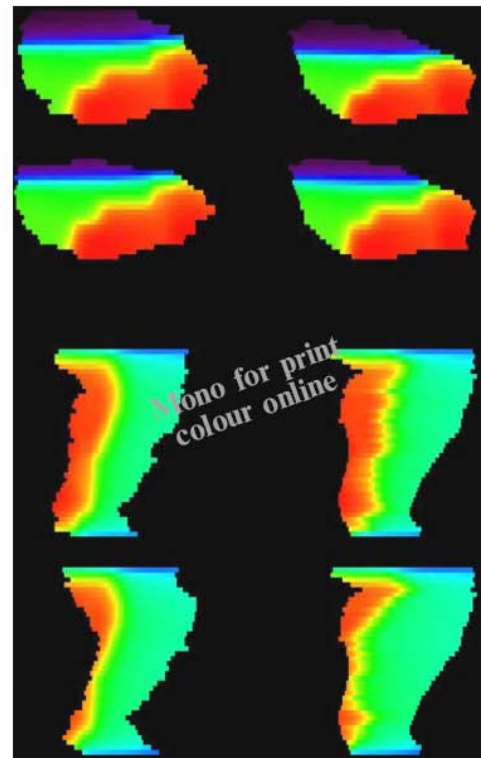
Dose images in the sagittal plane for the bladder (top four) and rectum (bottom four). To the left are to dose distributions generated in organs delineated in cone beam CT images, while to the right are corresponding warped dose distributions in the reference organ.
